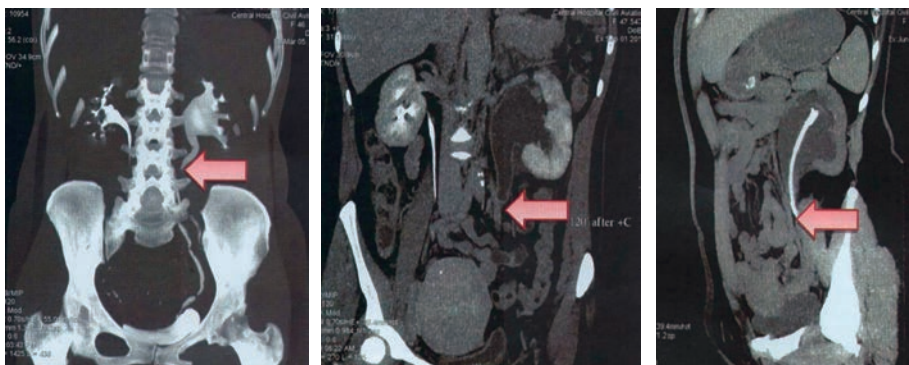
МСКТ пациентки в динамике. Стрелкой обозначен проксимальный уровень стриктуры мочеточника
